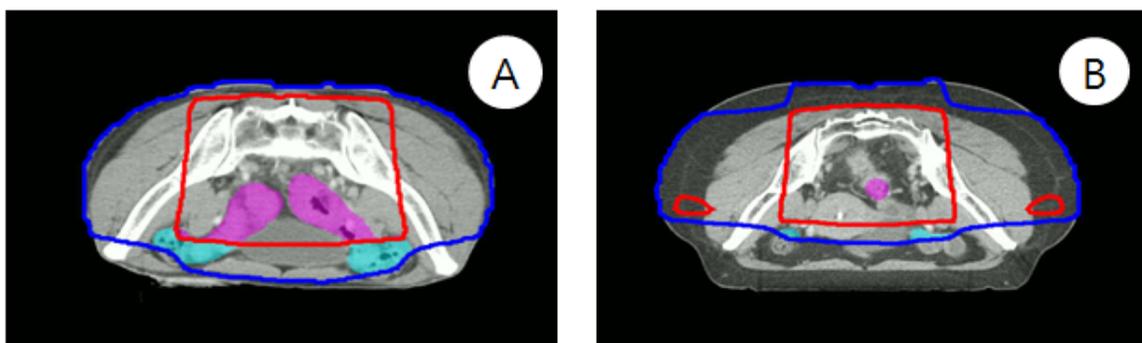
Axial CT image of a patient (A)In case of BMI 17.92 (B)In case of BMI 27.73 (Inner box shaped red line is 90% iso-dose line and outer blue line is 33% iso-dose line, Pink colored region is irradiated small bowel)
